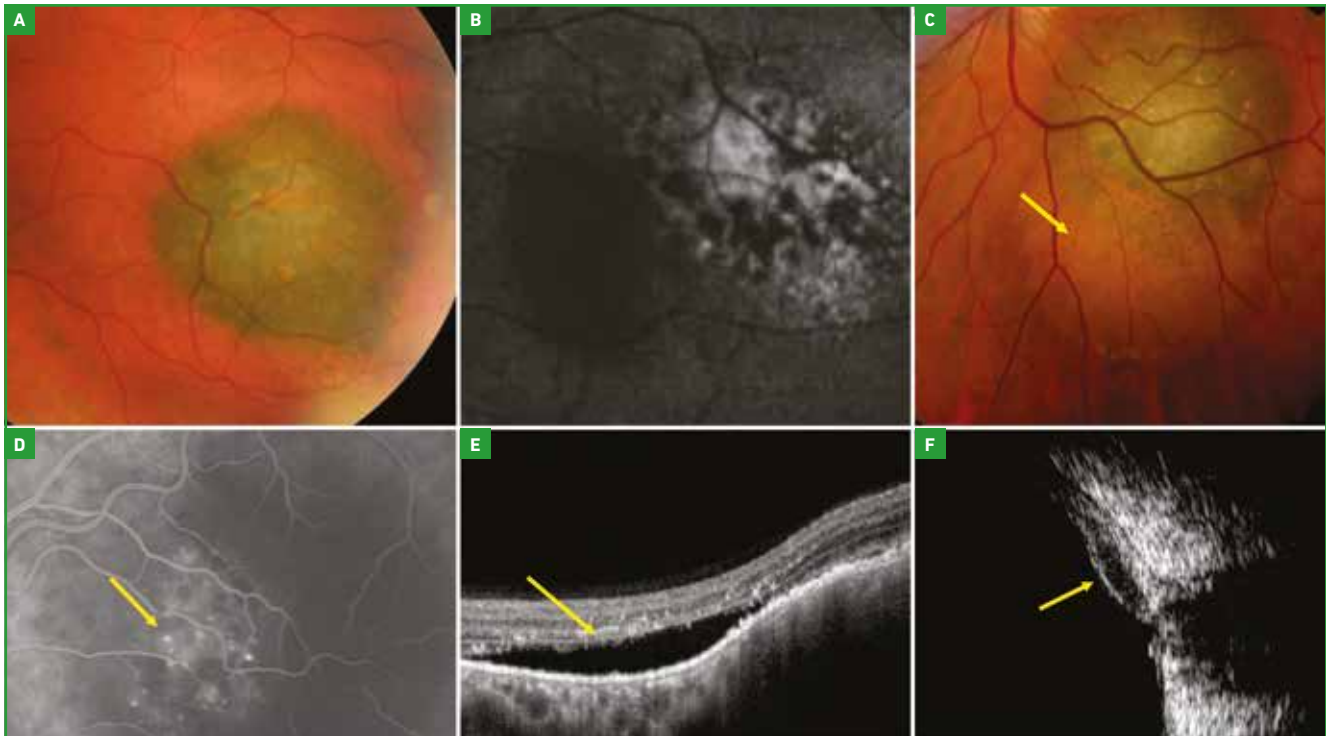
Nævus choroïdiens suspects. A : pigment orange ; B : autofluorescence du pigment orange ; C : DSR clinique ; D : *pin points* angiographiques ; E : DSR en OCT ; F : échographie mode B montrant l'hypoéchogénicité de la lésion.
